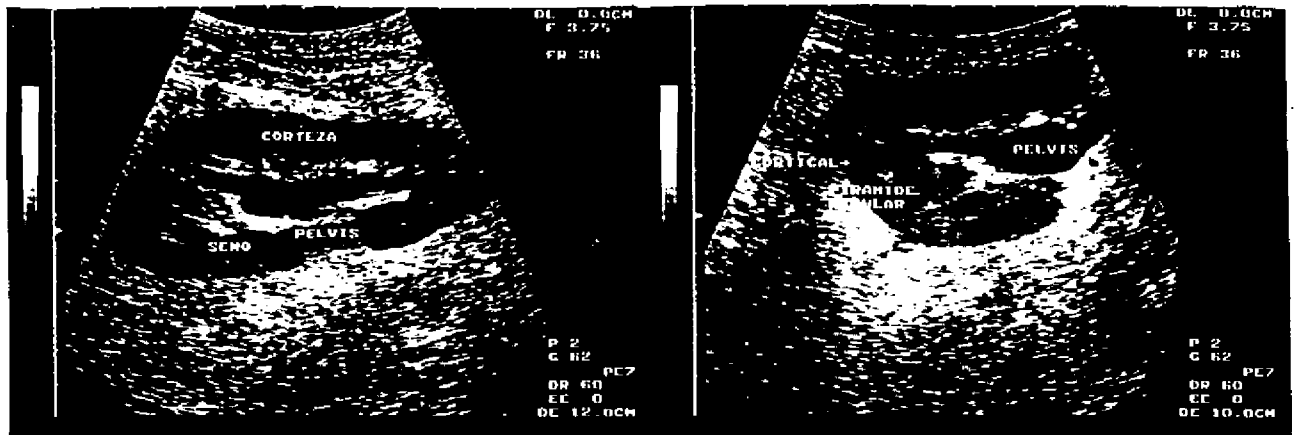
Ecografía en modo B. Cortes longitudinal y transverso de un injerto con ectasia pielo-calicial. Es un estudio morfológico con visualización de corteza, pirámides medulares y seno renal.
